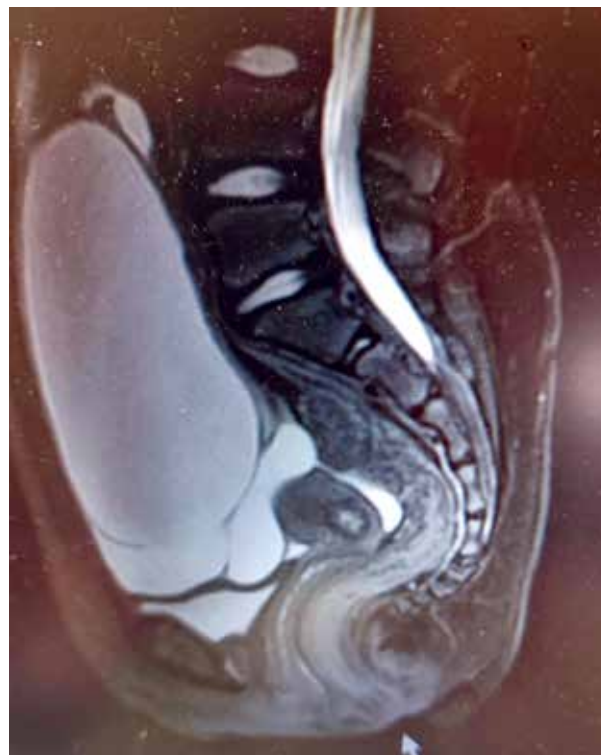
МРТ-картина органов малого таза и гигантского образования, исходящего из левого яичника
